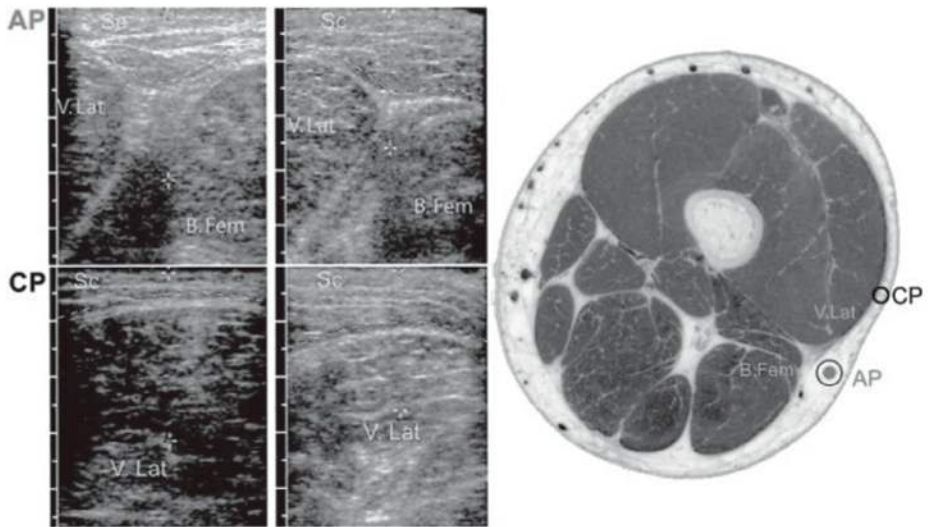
Ecografia dei punti di agopuntura (AP) e di controllo (CP). Il punto di agopuntura GB32 è stato localizzato tramite palpazione in due volontari umani sani, così come un punto di controllo situato a 3 cm di distanza dal punto di agopuntura. Dopo aver contrassegnato entrambi i punti con un pennarello cutaneo, è stata eseguita un'ecografia con un ecografo Acuson dotato di una sonda lineare da 7 MHz. Un piano di clivaggio intramuscolare del tessuto connettivo è visibile nei punti di agopuntura ma non nei punti di controllo. V. Lat, vasto laterale; B. Fem, bicipite femorale; Sc, tessuto sottocutaneo (*Da Langevin HM, Yandow JA: Relationship of acupuncture points and meridians to connective tissue planes, Anat Rec 2002 Dec 15; 269(6):257–265*).
